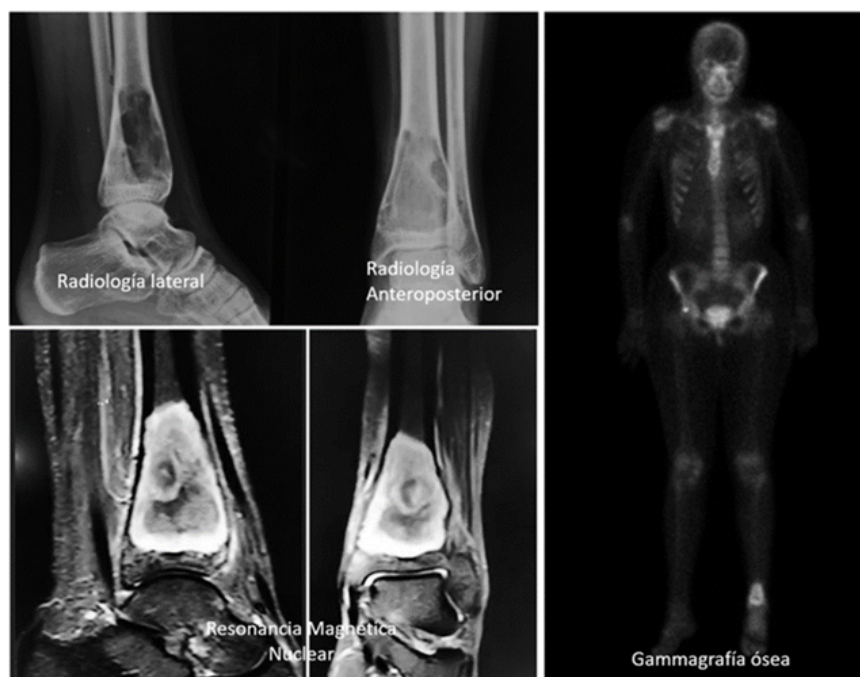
Estudios imagenológicos que incluyen: Radiología, Resonancia magnética de la pierna izquierda y Gammagrafía ósea, se demuestra localización y extensión de la lesión.
